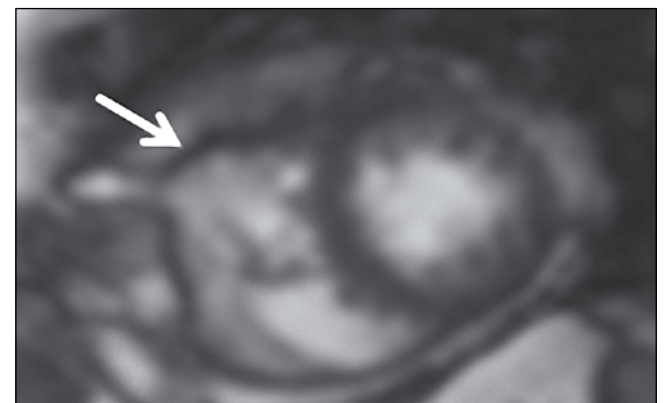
МРТ серця, кінорежим, зображення по короткій осі: аневризматичні вибухання передньої стінки ПШ (апікальні відділи) з регіонарною дискінезією (стрілка)
